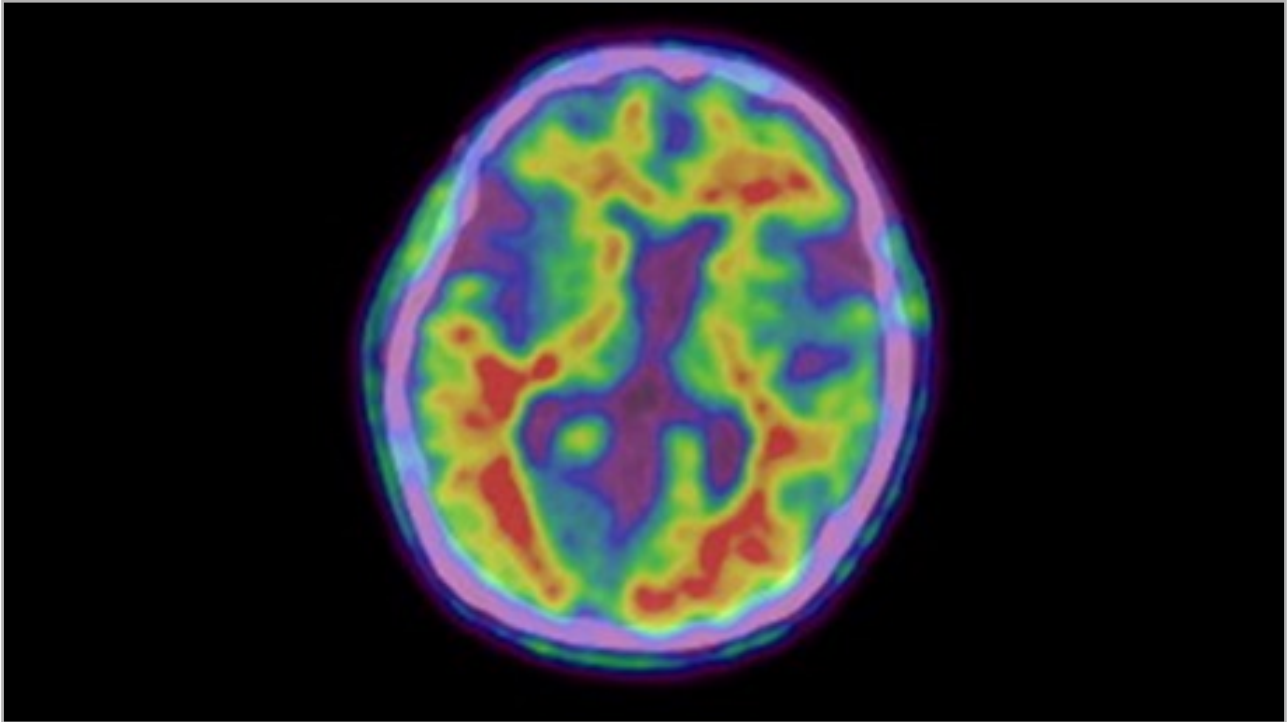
Tomografía por emisión de positrones (PET)-18-F-florbetapir (FBP), para la detección de proteína amiloide, corte axial. En la PET-FBP, los colores cálidos indican mayor captación del trazador y los colores fríos una menor captación de este. El estudio muestra un aumento de captación de trazador en distintas áreas corticales, con pérdida de contraste entre la captación en zonas de sustancia gris y sustancia blanca y con extensión frontal, parietal y temporal bilateral. Conclusión: estudio positivo para la presencia de placas de amiloide corticales.
